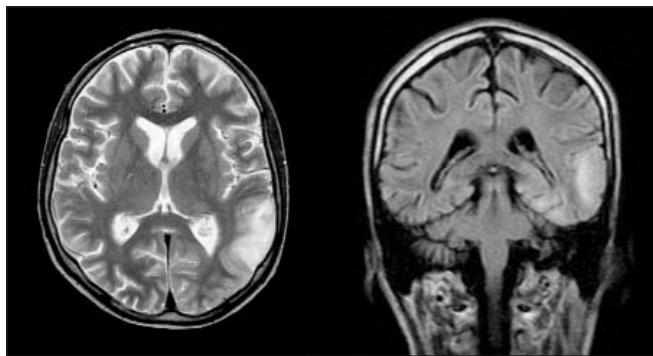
МРТ головного мозга в режимах T2 ВИ и FLAIR (сентябрь 2010 г.). Видны очаг повышенной интенсивности МР-сигнала в кортико-субкортикальных отделах левой теменной и затылочной долей, регресс очага в правой височной доле
